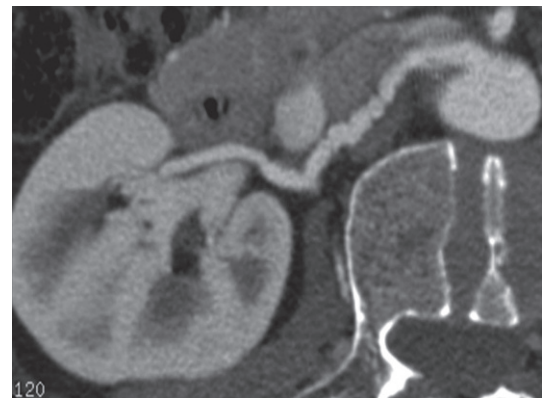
Mode MIP sur une coupe épaisse, sans segmentation du squelette osseux, d'un angio-TDM de l'artère rénale droite avec lésions de dysplasie fibromusculaire.
